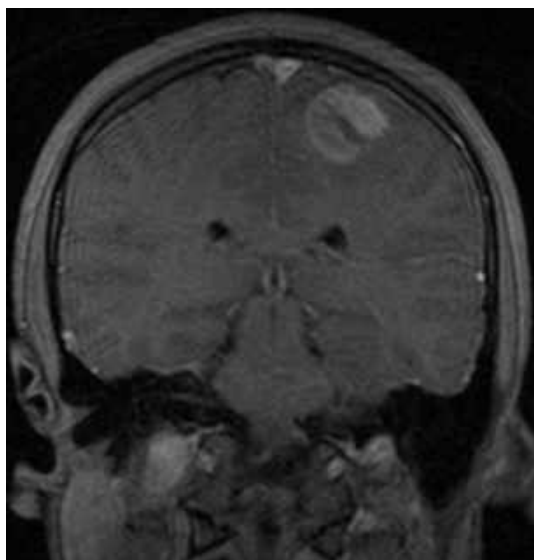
МРТ головного мозку (Т1 ЗЗ, коронарний зріз). Ознаки крововиливу в лівій тім'яній частці (спостереження №40, хворий Б-к, №877).
